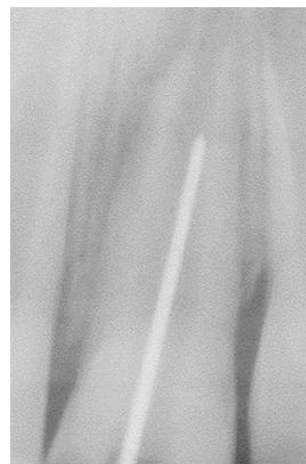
Radiographie lime en place (longueur de travail=15mm)
